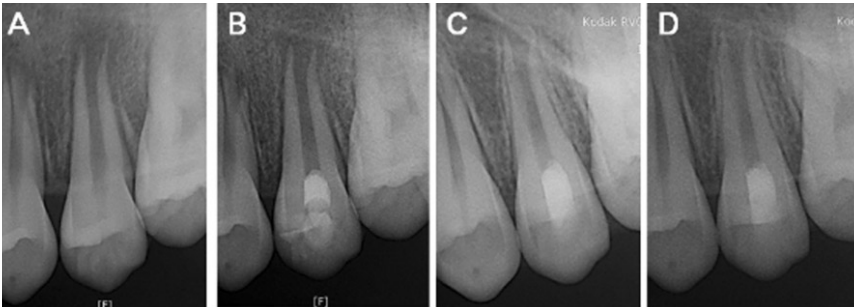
Periapical view of case 3. (A) Initial visit, (B) After 1 month, (C) After 4 month, (D) After 6 month. The radiolucent lesion disappeared, and normal lamina dura with periodontal ligament space was observed.
